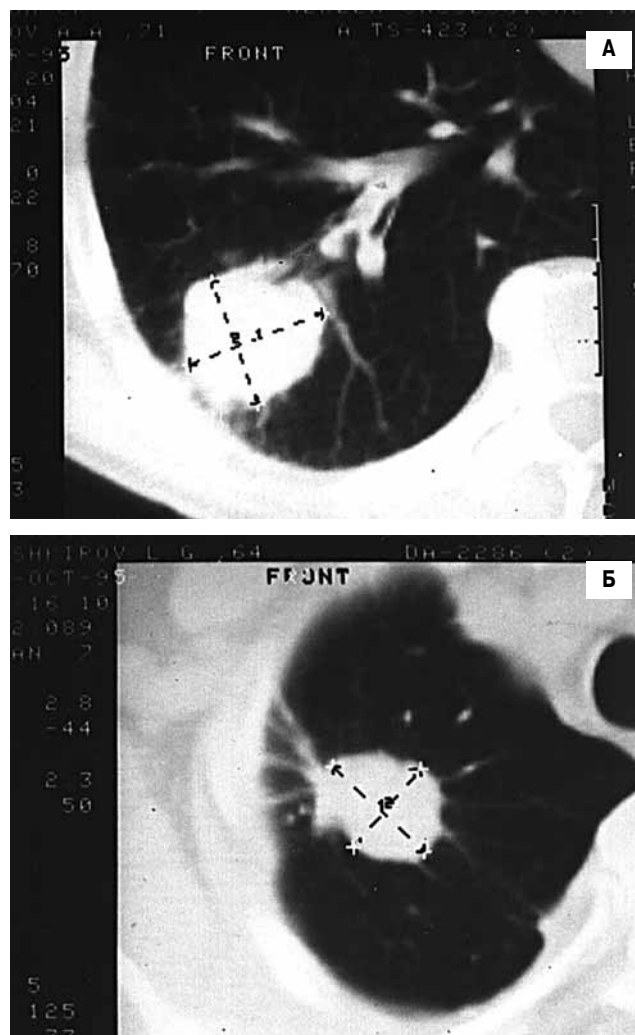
Компьютерные томограммы органов грудной клетки в легочном окне (правый гемиторакс). А – периферический рак нижней доли правого легкого, лимфогенная дорожка к корню легкого. Б – периферический рак верхней доли правого легкого, лимфогенная дорожка к плевре
